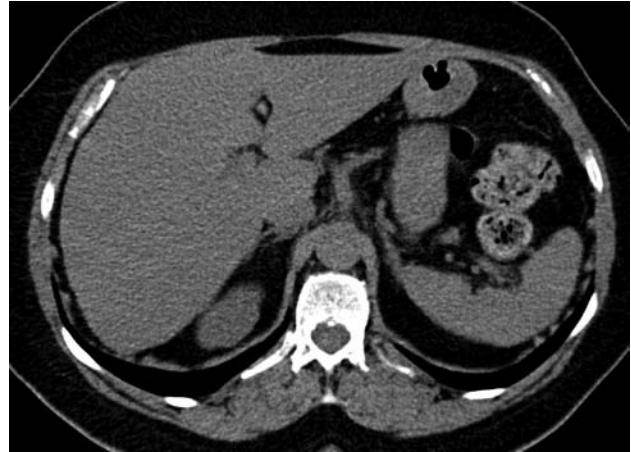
Corte axial de TC sin contraste. El hígado presenta disminución difusa de densidad (menor a 40 HU) compatible con esteatosis.
